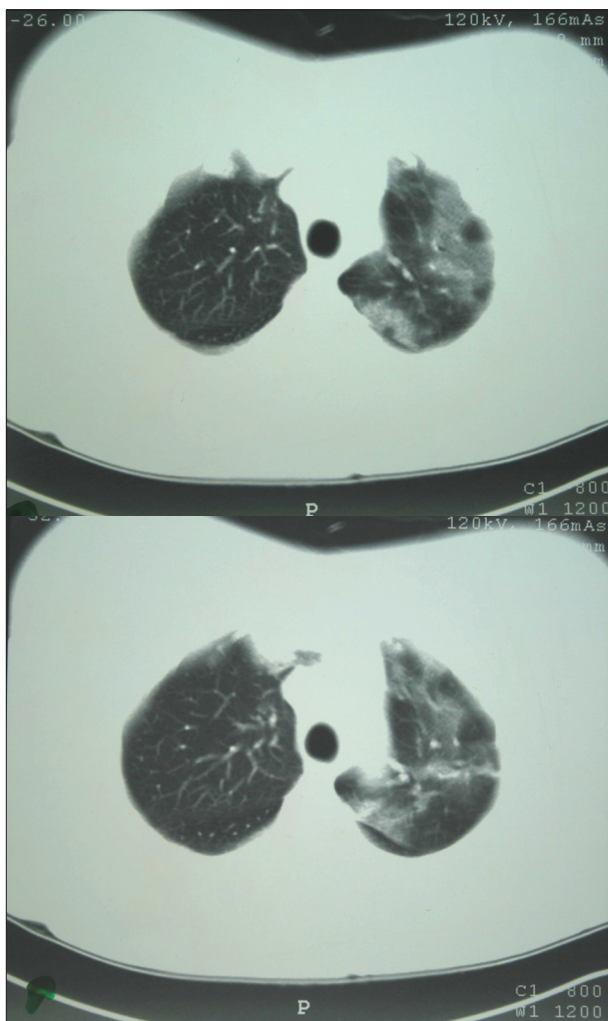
Imagens de tomografia computadorizada de tórax mostram acometimento extenso de pulmão esquerdo com opacidades em vidro fosco difusas.
